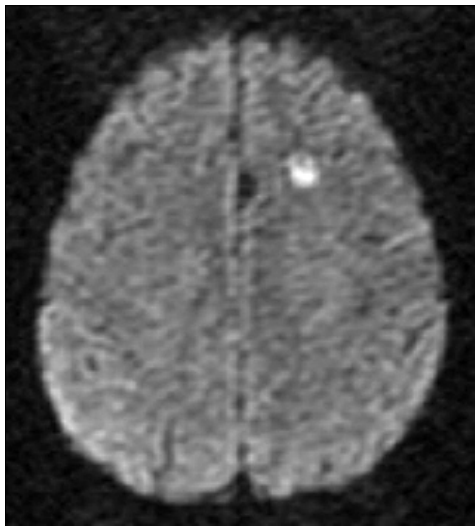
Brain MRI finding. It showed a subtle enhancing lesion in the left superior frontal gyrus, suspicious of subacute infarction.
